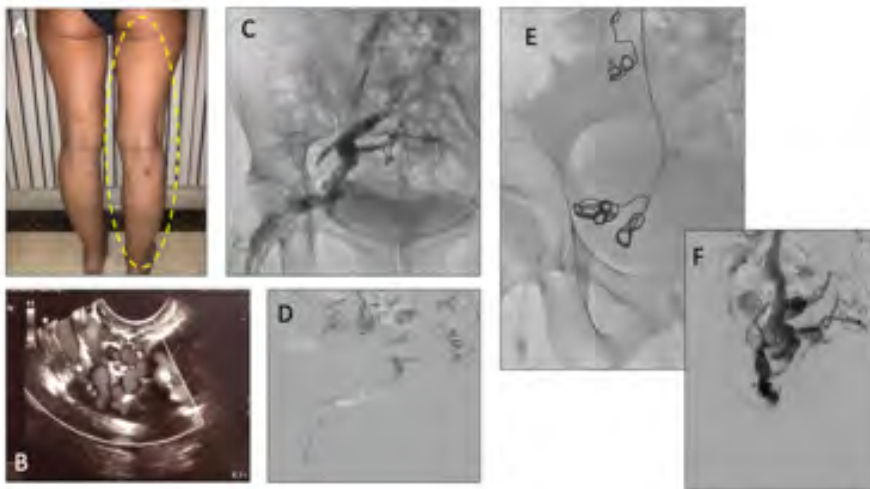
A. Puntos de fuga glúteo, várices atípicas en cara posterior de muslo y pierna. B. Ecodoppler con varicocele severo. C. Flebografía. Evidencia de fuga glútea inferior derecha. D. Embolización con foam. E. Embolización con coils. F. Control posembolización, evidencia de oclusión glútea.
